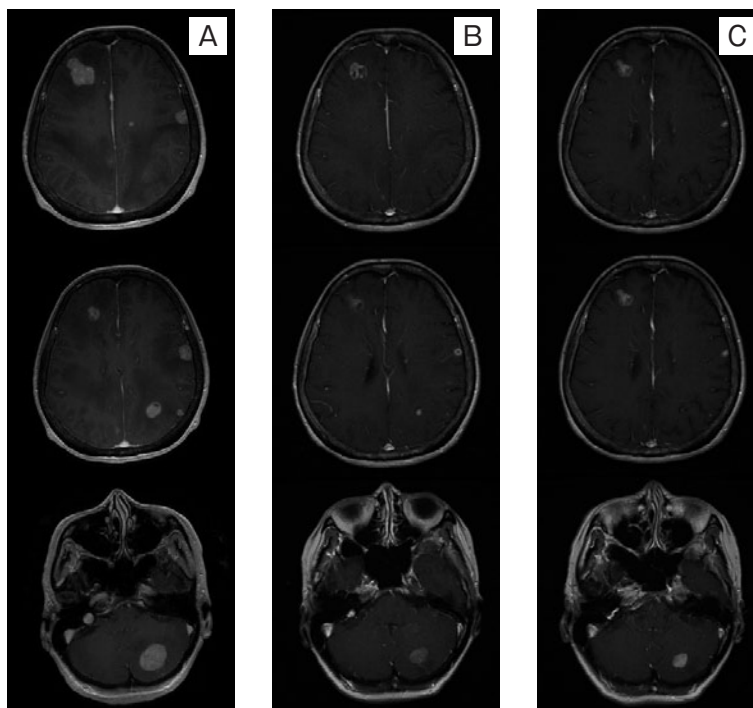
アレクチニブ治療による脳転移病変の経過 (頭部造影MRI). (A) 入院時 (治療開始直前). (B) 治療開始13日目. (C) 治療開始2ヶ月後.
